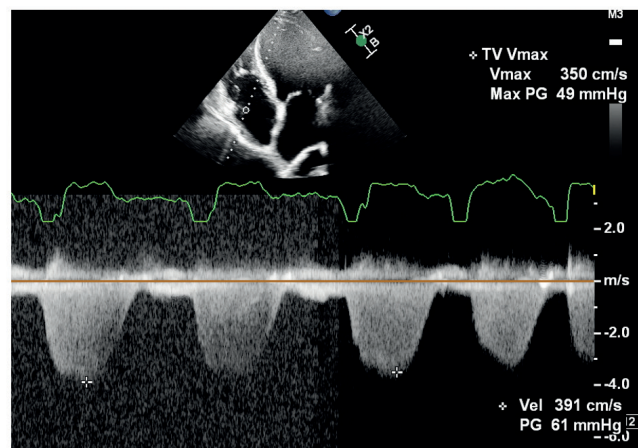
Insuficiência tricúspide ao Doppler contínuo com ganho excessivo (esquerda, com velocidade máxima de 3,9 m/s) e com ganho adequado (direita, com velocidade máxima de 3,5 m/s).
